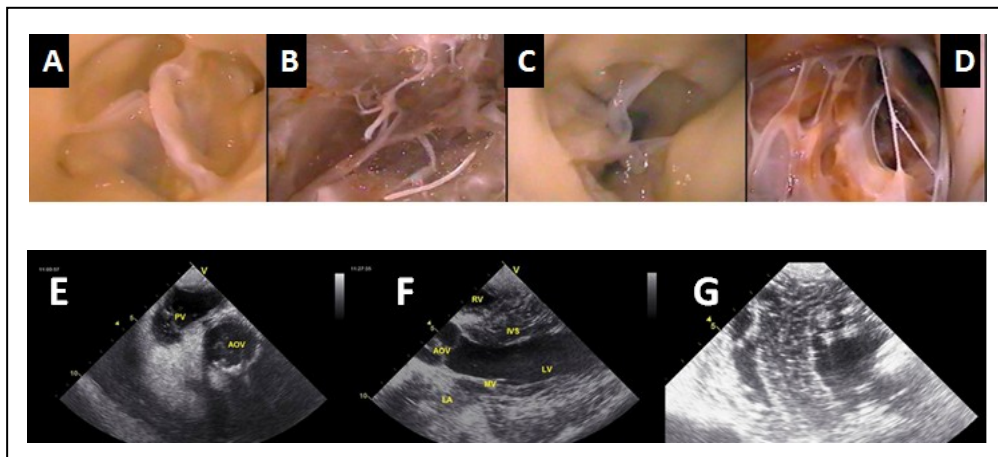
Integridad estructural de la MECd. Fila superior. Endoscopia de la matriz mostrando la integridad de la válvula aórtica (Panel A), ventrículo izquierdo con músculos papilares y cuerdas tendinosas (Panel B), válvula pulmonar, (Panel C), y trabéculas del ventrículo derecho. (Panel D). Fila inferior, paneles E-G. Ecocardiografía demostrando la integridad de la válvula pulmonar (PV), válvula aórtica (AOV), válvula mitral (MV), aurícula izquierda (LA), ventrículo izquierdo (LV), septo interventricular (IVS), y ventrículo derecho (RV) y disposición normal circunferencial de las fibras miocárdicas.
